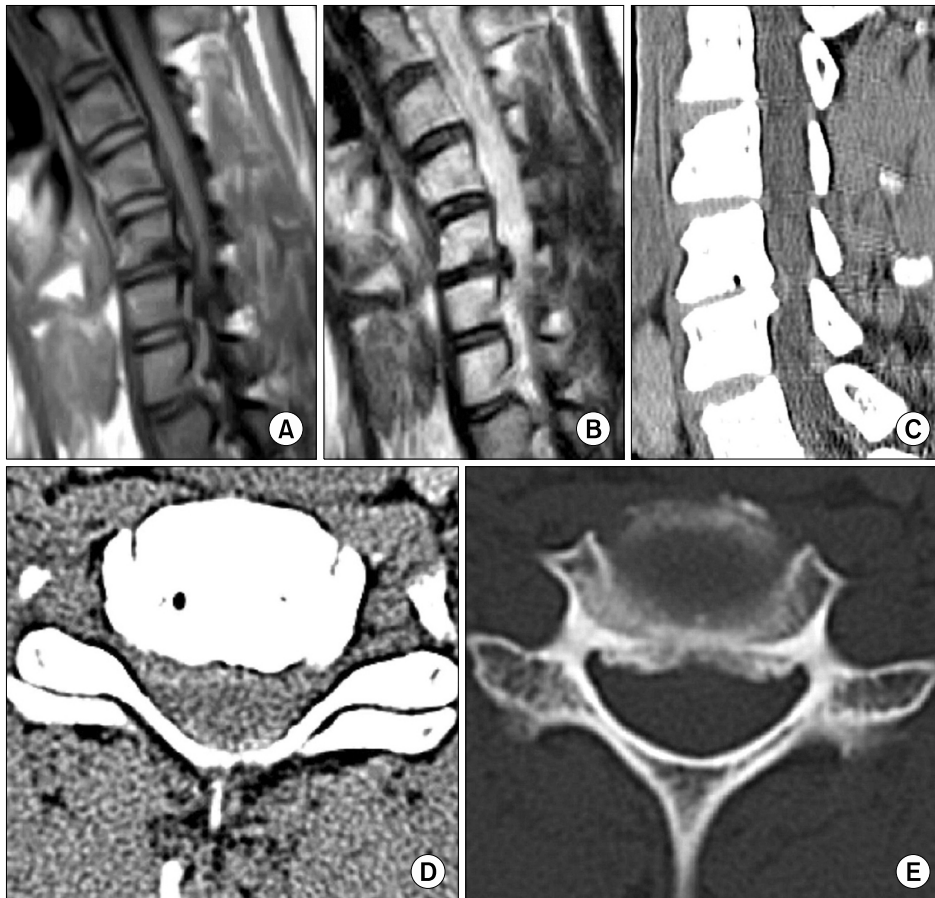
Preoperative CT and sagittal MR images. (A~C) Sagittal T1 and T2 MRI and CT images showing disc protrusion with spur at the C5-6 level. (D, E) Axial CT images showing combined disc and spur compression at the right neural foramen.
